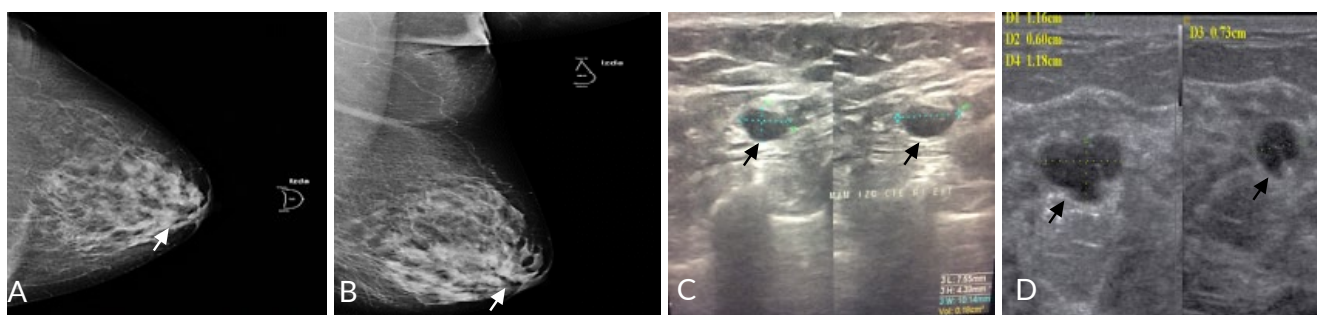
Femenina 42 a. Mamografía izquierda en proyecciones cráneo caudal (CC) y medio lateral oblicua (MLO) y ecografía mamaria izquierda: se evidencia mamas con tejido fibroglandular denso, con moderada sustitución por tejido adiposo. A-B. En la Mamografía: a nivel de cuadrante inferior externo (CIE) y cuadrante superior interno (CSI) dos imágenes nodulares, dominantes, radiodensas, bordes bien definidos, de aproximadamente 0,75 cm y 1,1 cm (indicador flecha blanca). C-D. En la ecografía: se evidencia imagen ovalada de ecopatrón anecoico, contenido homogéneo, borde bien definido que deja reforzamiento acústico posterior y sombra lateral ubicada en cuadrante inferior interno (CIE), radial 4, tercio externo, midiendo 7,5 mm x 4,3 mm, de aspecto quístico simple (indicador flecha negra). Imagen ecomixta a predominio anecoico con presencia de septo hiperecogénico central, forma ovalada, borde bien definido, ubicada en cuadrante superior interno (CSI), radial 1, tercio medio midiendo 1,1 cm x 0,6 cm x 0,7 cm de aspecto quístico complejo (indicador flecha negra). BIRADS 2.
